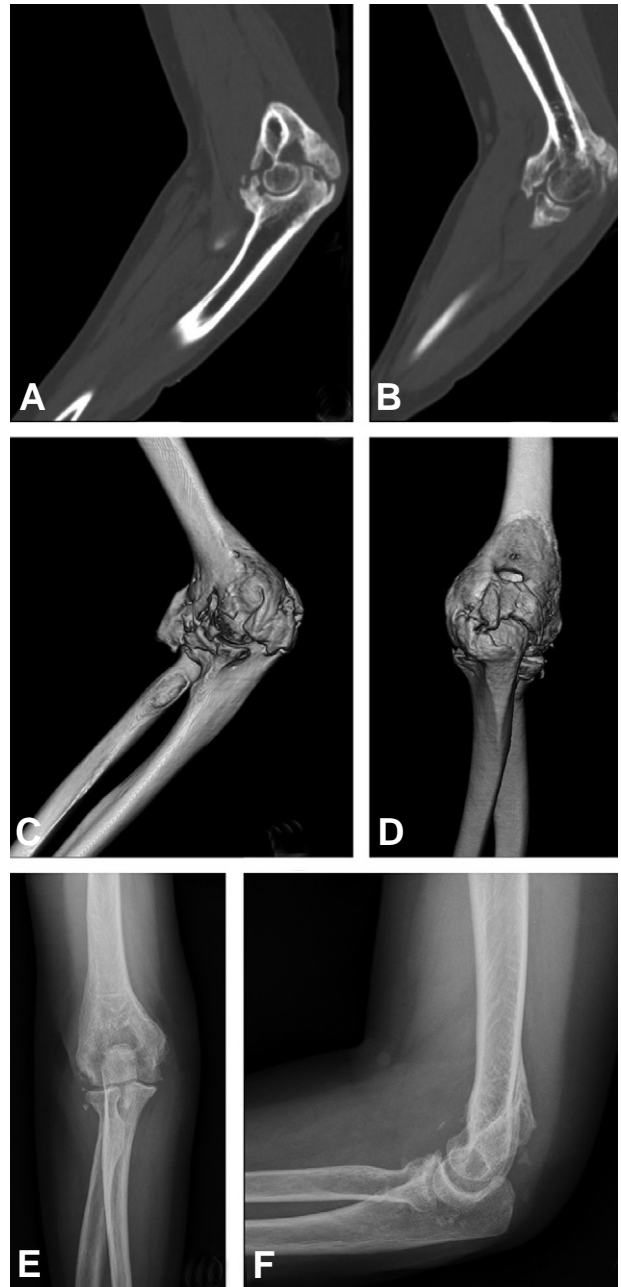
A 53-year-old female who suffered spontaneous myositis ossificans without any trauma and labor history. Her elbow was fixed in 60 degrees flexion state. (A, B) Preoperative CT images. (C, D) Preoperative 3D CT images. (E, F) Last follow up plain radiograph.
